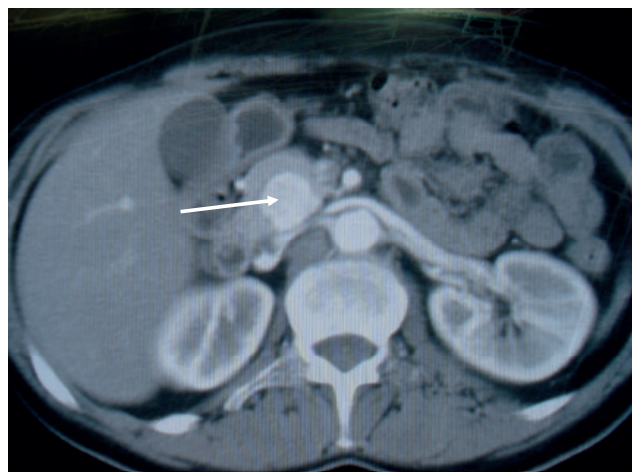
КТ, артериальная фаза. ЛА желудочно-двенадцатиперстной артерии 2 типа (указана стрелкой), сформировавшаяся в паренхиме ПЖ.
